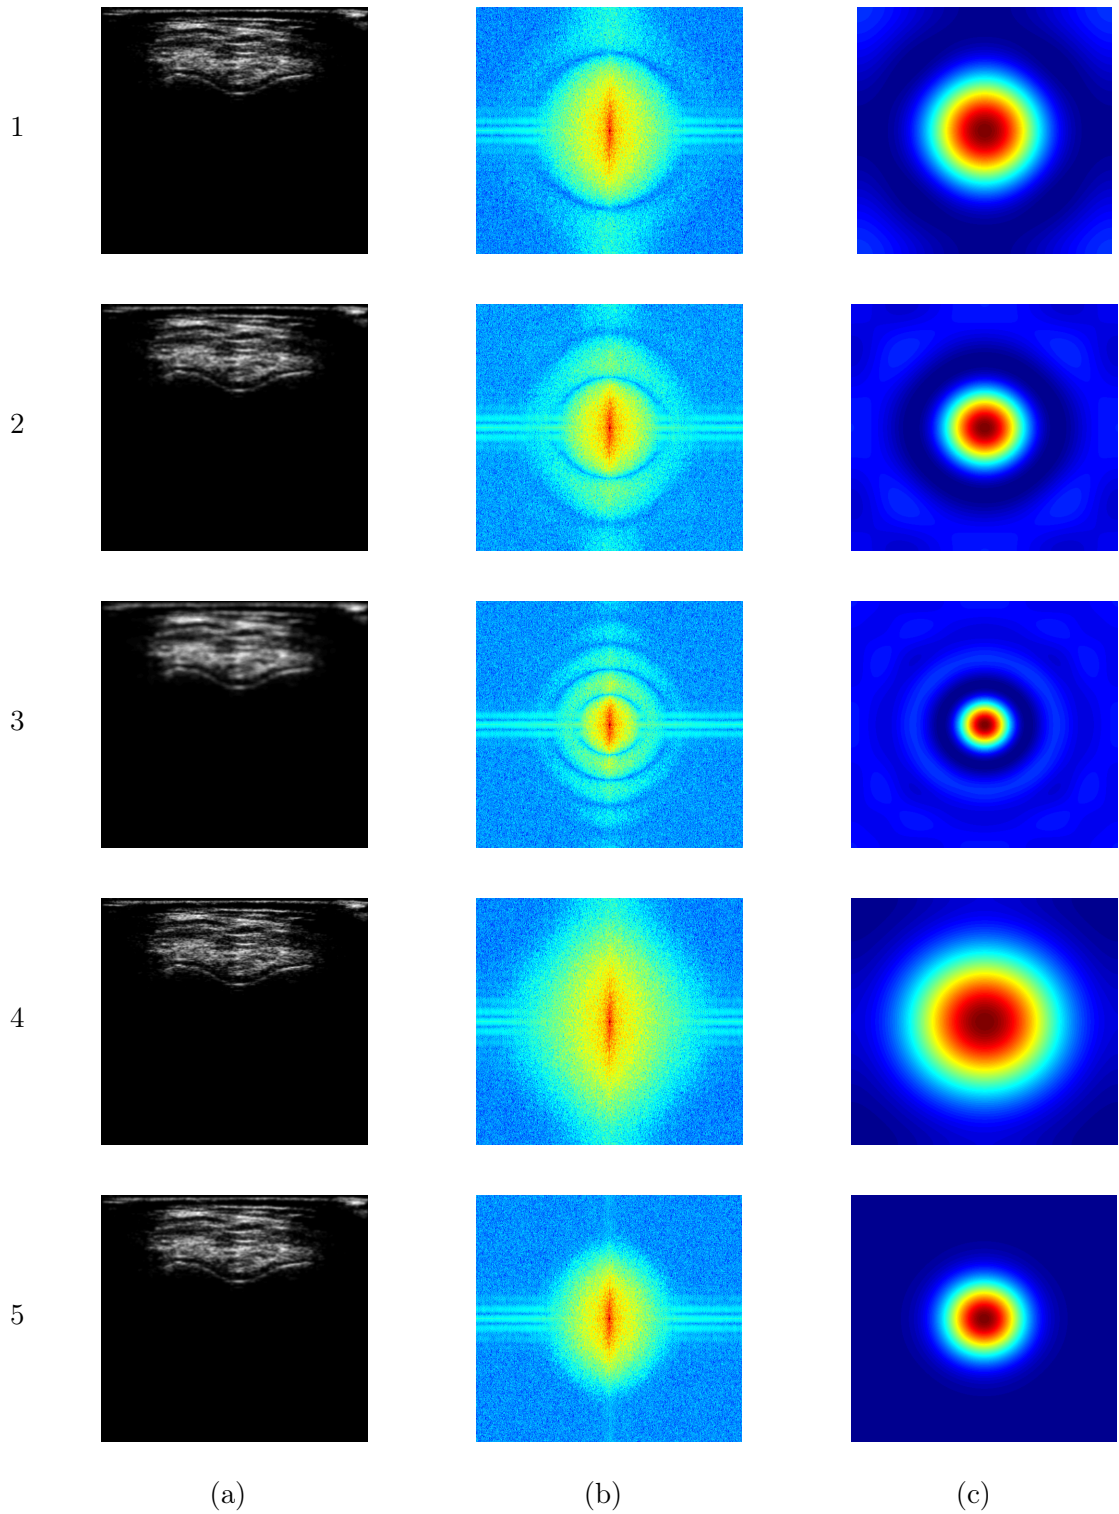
Tableau de résultats des différents seuillages testés. La colonne (a) donne le résultat sur l'image ultrason, la colonne (b) donne la FFT avec application d'une fonction logarithmique du résultat, et la colonne (c) montre la réponse impulsionnelle du filtre utilisé.
